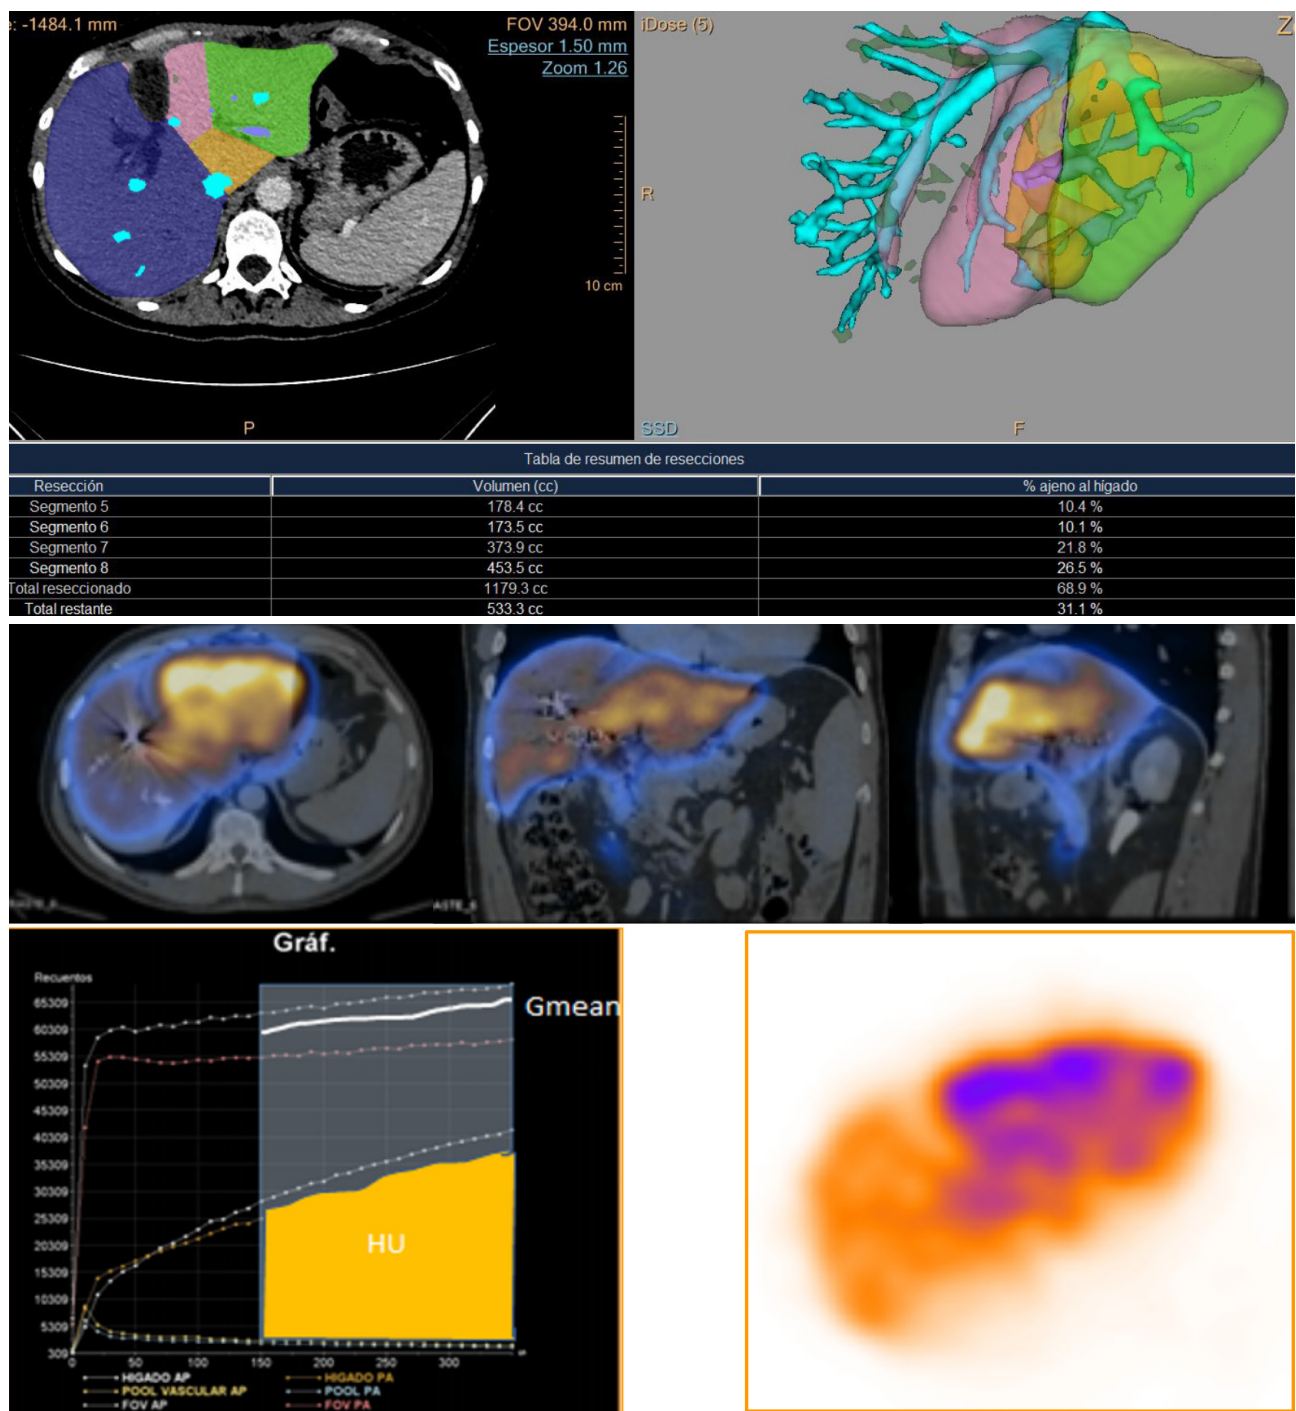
Evaluación del RHF. A. La evaluación anatómica por TC permite analizar cada segmento hepático y así determinar la volumetría del RHF. B. Evaluación funcional del RHF con SPECT-TC a los 15 días postoperatorios. En este ejemplo, el índice funcional de 28.4% en el RHF alienta a proseguir con la 2ª etapa quirúrgica de un ALPPS.
